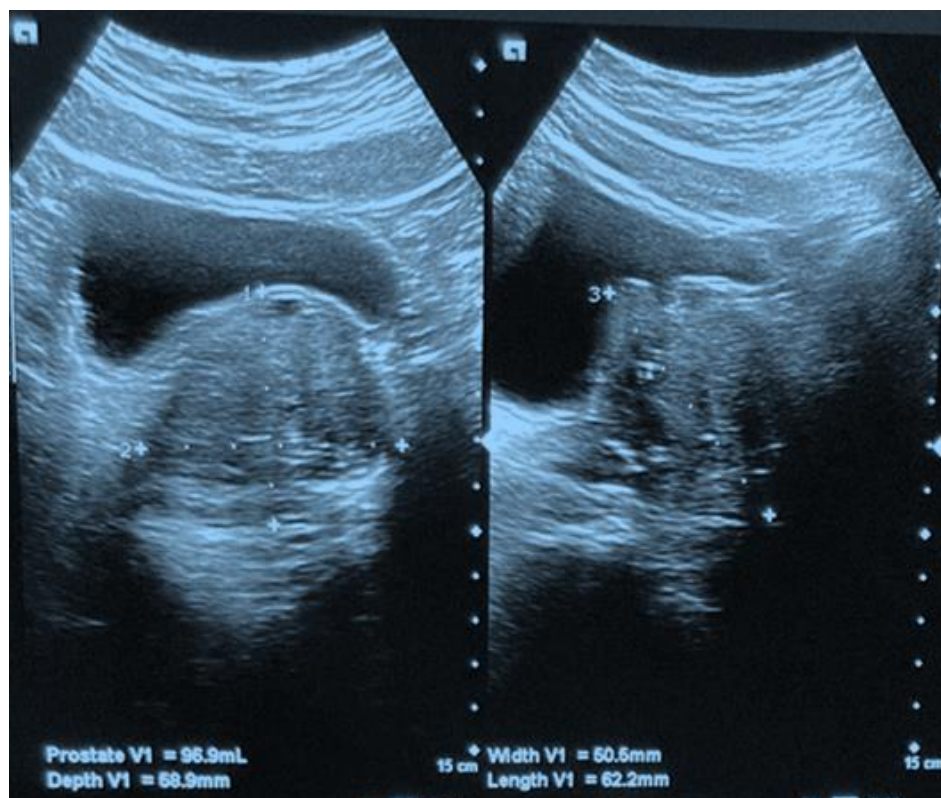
Трансабдоминальное УЗИ предстательной железы
